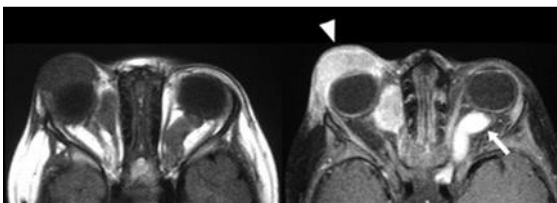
Rabdomyosarcoma de órbita ocular. Imágenes axiales RM T1 pre-contraste y T1 con saturación de grasa tras la administración de contraste paramagnético. En la órbita derecha se identifica una masa de partes blandas en localización preseptal e intraorbitaria adyacente a la pared medial. Las lesiones son de baja señal en T1 con intensa captación de contraste; la anatomía patológica demostró que se trataba de un rabdomyosarcoma. Se asocia un engrosamiento concéntrico del nervio óptico izquierdo con realce intenso tras contraste sugerente de glioma óptico.
